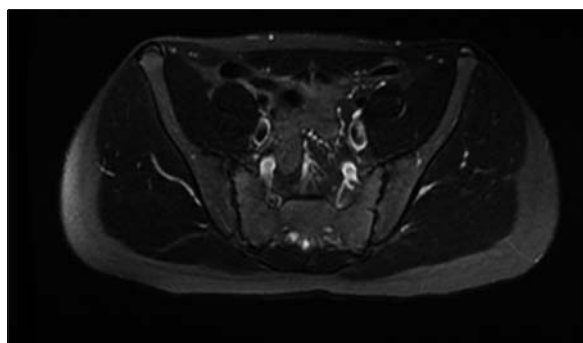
Resonancia magnética, corte transversal donde se visualiza resolución del hematoma de músculo psoas ilíaco izquierdo.
